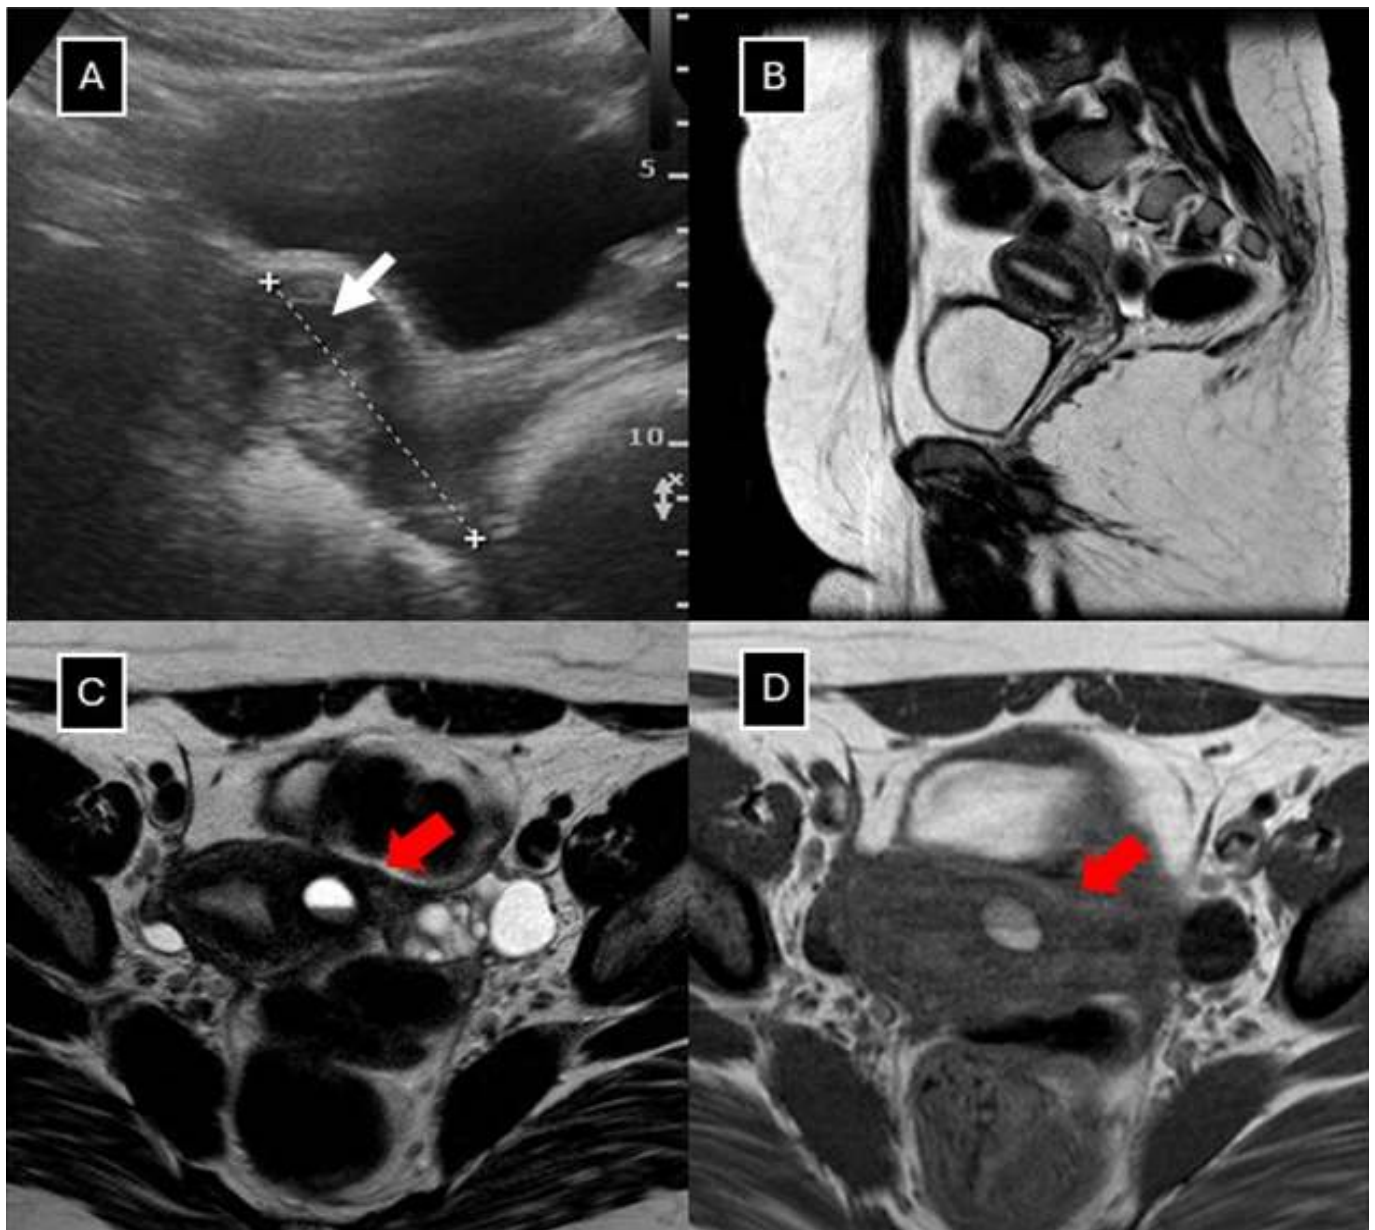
Ecografía ginecológica y resonancia magnética de pelvis.
